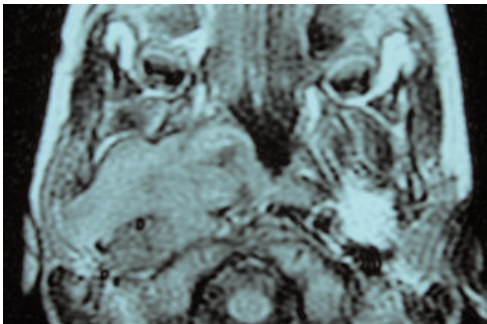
IRM des espaces para pharyngés : envahissement de la parotide et de fosse infra-temporale.
